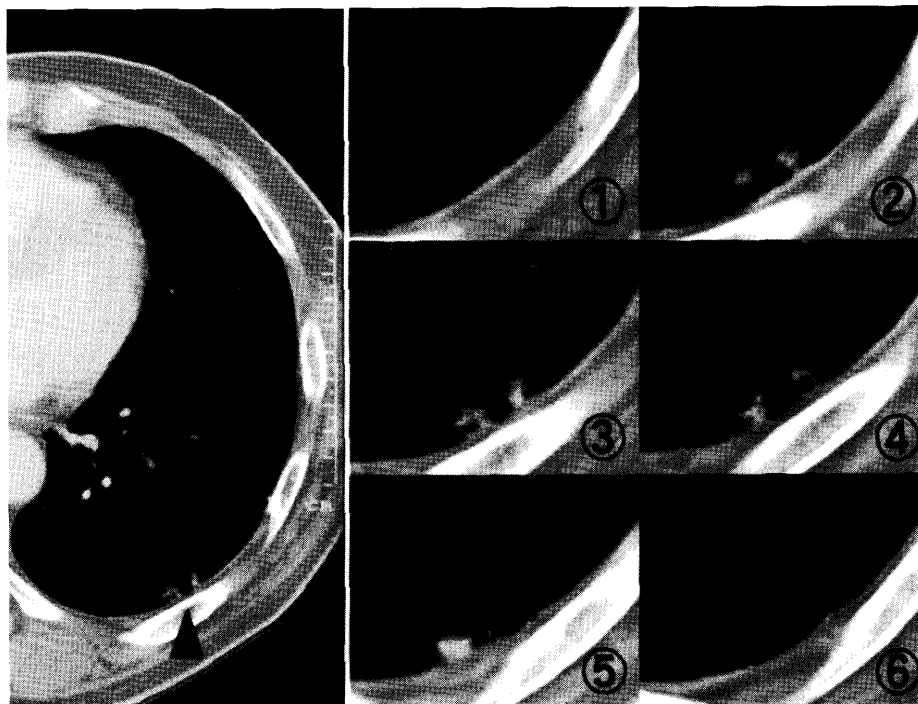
Chest CT in case 1 demonstrated an irregularly shaped fibrous shadow with a small nodule 20mm in diameter around left S⁹ bulla (arrow). We suspected an inflammatory lesion. The numbering of thin slice CT is from the cranial side to the caudal side.
